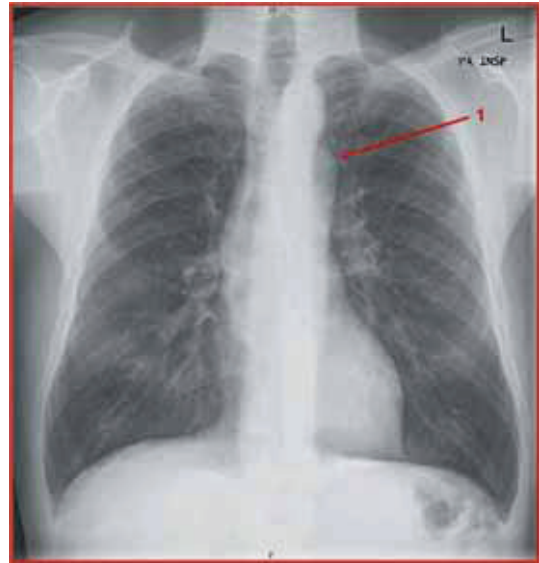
Chest X-ray showing an uneven image (1) at the aortic arch, corresponding to the isthmic portion of the thoracic aorta.
